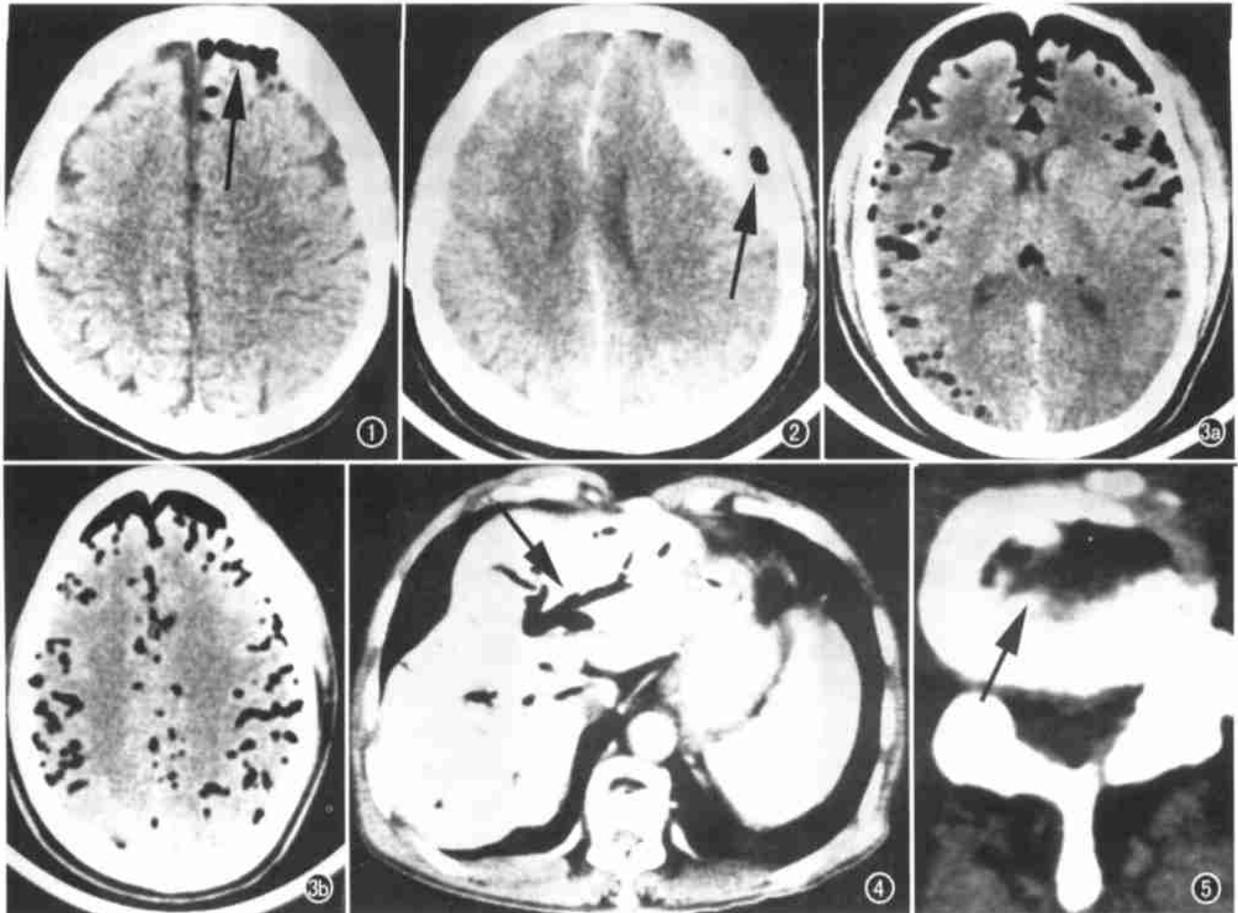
单纯性气颅。外伤引起,颅内单纯积气,无其它并存损伤(箭)。图 2 并存性气颅。外伤引起,硬膜外血肿内有气体(箭)。外伤引起。图 3 外伤引起的张力性气颅。a)“火山征”,额极间气体和额叶前部占位气体,形成火山图样;b)蛛网膜下腔内充满气体影。图 4 胆道与空肠吻合术后,CT 增强扫描胆管内积气更加明显(箭)。图 5 椎间盘内积气(箭),椎间盘退行性变。
